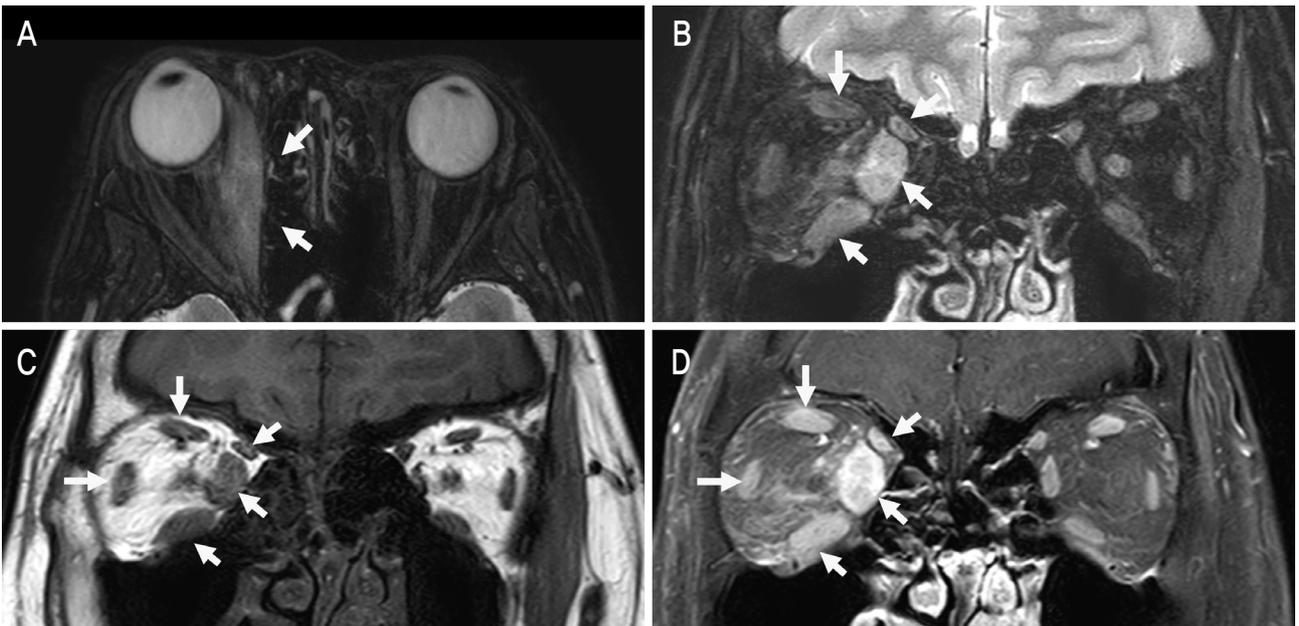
(A) T2 weighted fat suppression axial image shows swelling with hyperintensity of right medial rectus muscle (arrows). (B) Mild hyperintensity with swelling are noted in multiple right extraocular muscles including right medial rectus muscle, inferior rectus muscle and superior rectus muscle, and superior oblique muscle, larger rectus muscle on T2-weighted fat suppression coronal image (arrows). (C) The enlarged muscles (arrows) are iso signal intensity on T1 weighted image. (D) Post contrast 3D T1 fat suppression coronal image shows enhancement of the involved extraocular muscles (arrows).
